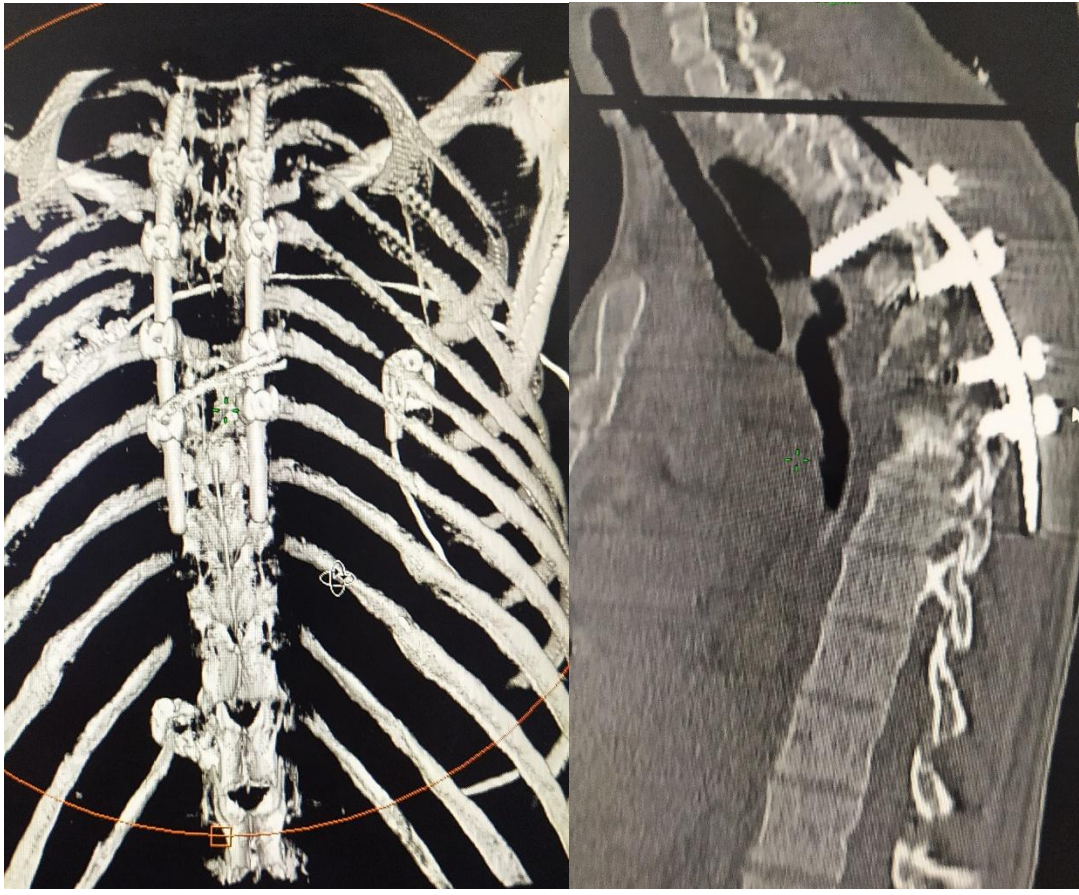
TDM de Contrôle rachidienne en reconstruction sagittale (à droite) et en reconstruction 3D (gauche) après une PVCR de T7
